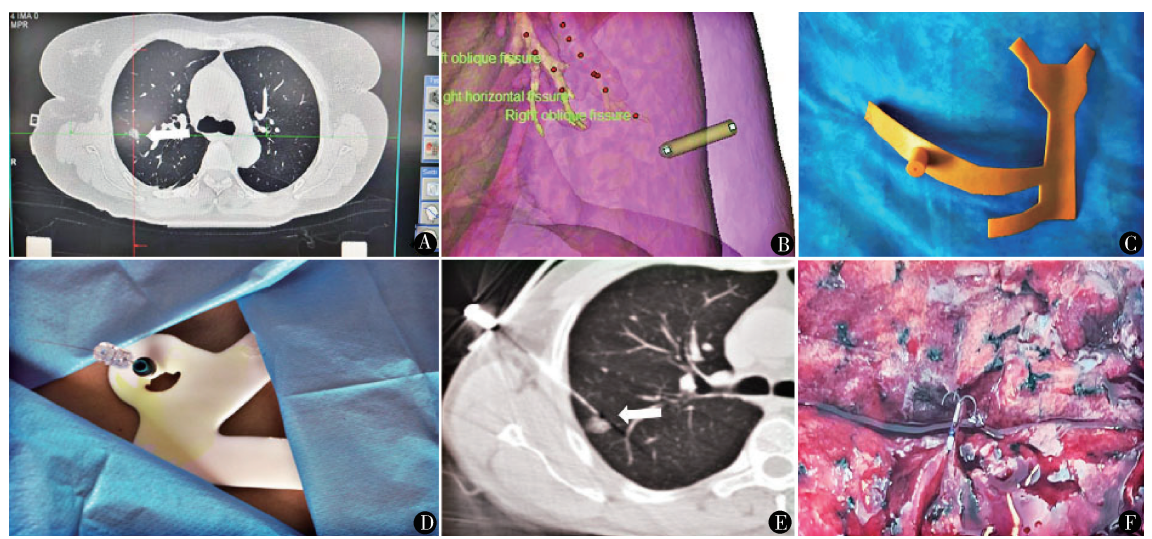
3D 打印导板制作及术中穿刺定位:A. 病灶位置;B. 三维建模;C. 导板制作;D. 术前穿刺定位;E. 穿刺定位后 CT 验证;F. 术中见定位锚钩
